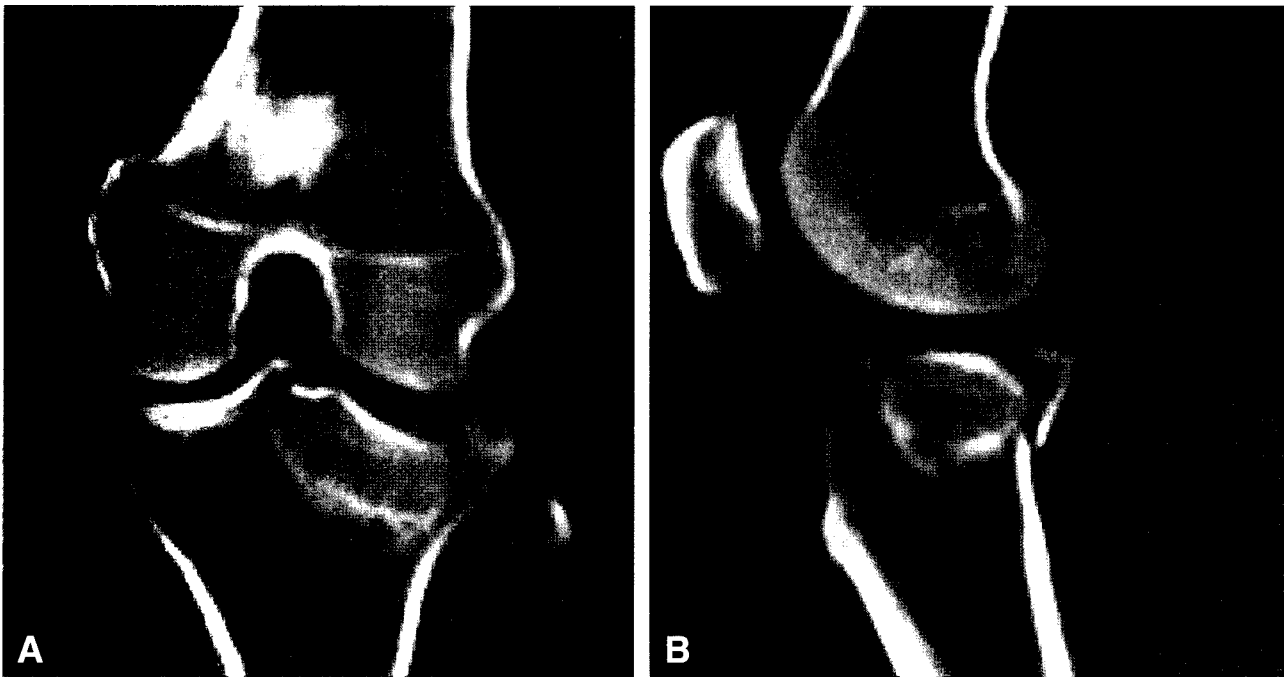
Preoperative CT findings. (A) CT appearance of a more depressed lateral tibial plateau fracture than simple X-ray. (B) A tomograph in the lateral projection showed more depression of lateral tibial plateau.
